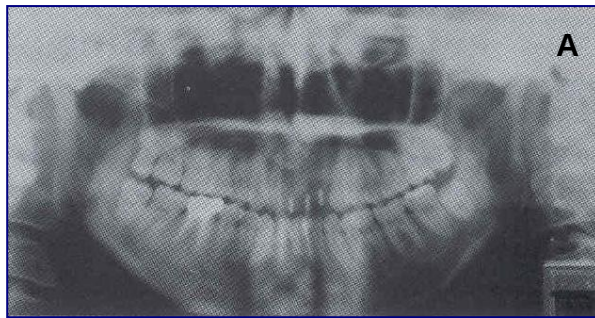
Figura # 78. A.- Tomografía panorámica del paciente usando la plantilla con los tres tubos de acero inoxidable. B.- Las flechas blancas indican la ubicación de los tubos de acero inoxidable de la plantilla. *Tomado de Takeshita y Suetsugu 1996*
